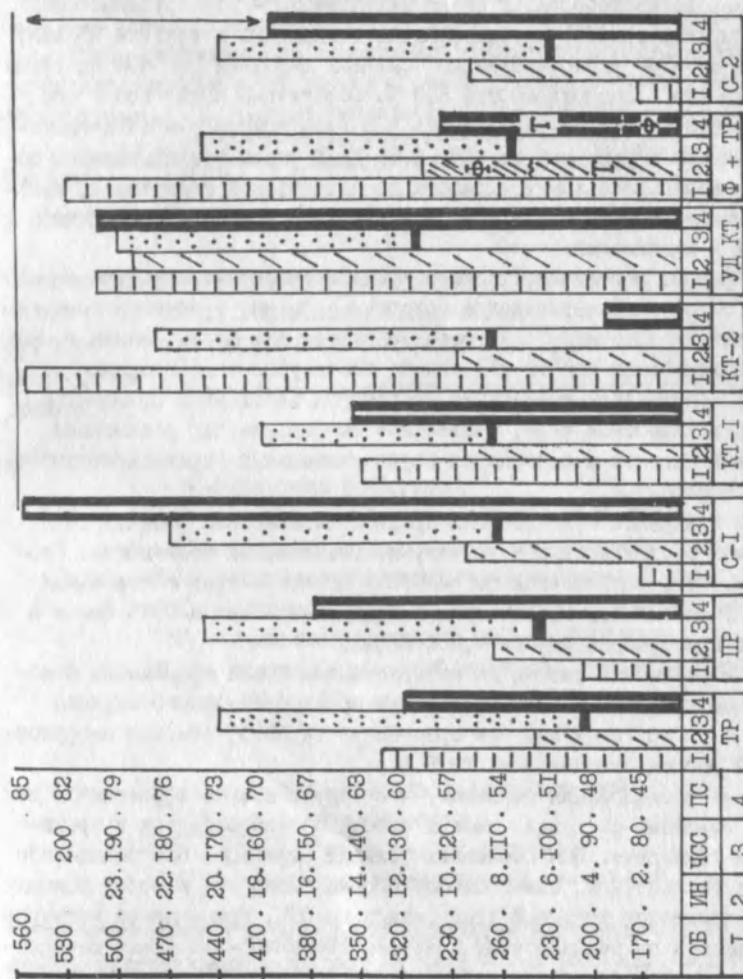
Соотношение объема (1), интенсивности (2), пульсовой стоимости (4) нагрузки и диапазона ЧСС (3) у гимнастов молодежных сборных команд РСФСР по тренировке, ПР - прикидка, С-1 и С-2 - соревнования, КТ-1, КТ-2, УДКТ - однокруговая, 2- круговая и ударная круговые тренировки по СФП, Ф + ТР - тренировка по технической подготовке после фоновой круговой СФП
